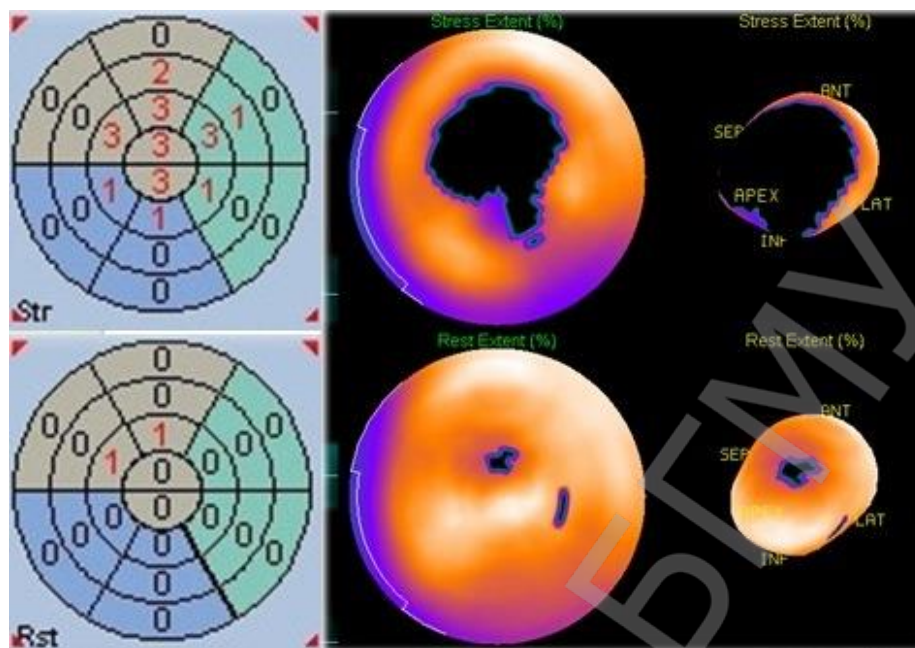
Оценка перфузии
